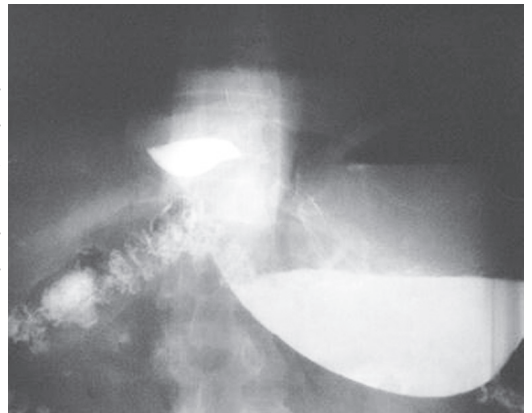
Radiogramă. Radiografie baritată a esofagului și stomacului. Hernie hiatală paraesofagiană (caz propriu).
